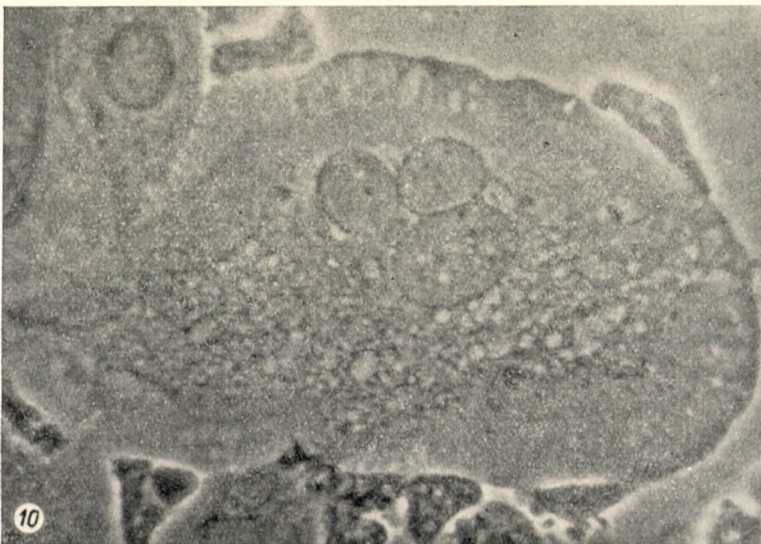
Nach 10 000 r Kontakt-Röntgen. Aus der mit dem bestrahlten Gebiet benachbarten, scheinbar unversehrten Epitheloberfläche stammende basale Epithelzellen. Erhöhte Vakuolenbildung, Schädigung des Kerns, Entwicklung des perinukleären Hofes deuten auf die Strahlenwirkung
